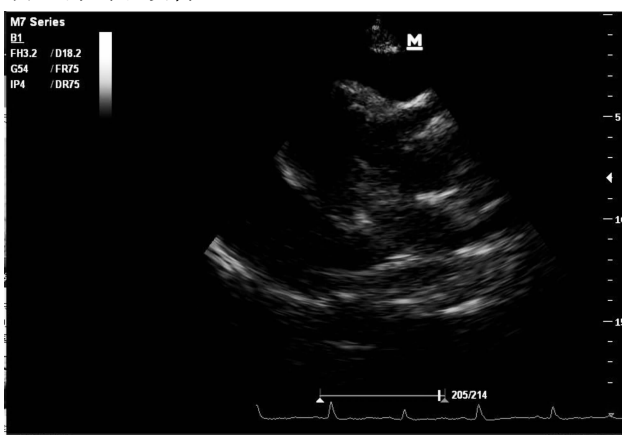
病例 1 超声所见大量心包积液,右室舒张期塌陷伴心脏摆动征
